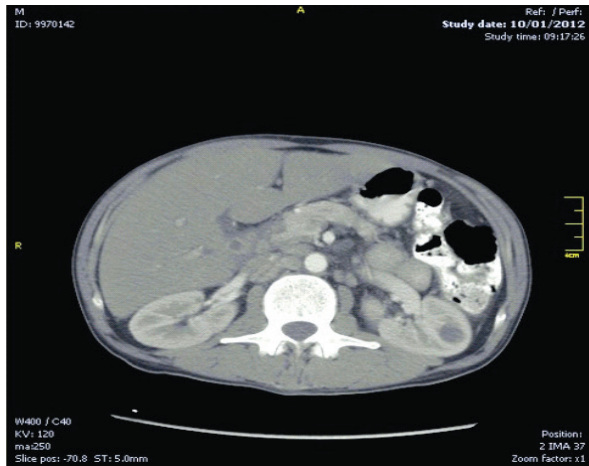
TAC Abdominal Contrastada. Adenomegalias mesentéricas y engrosamiento de la pared del intestino delgado.
